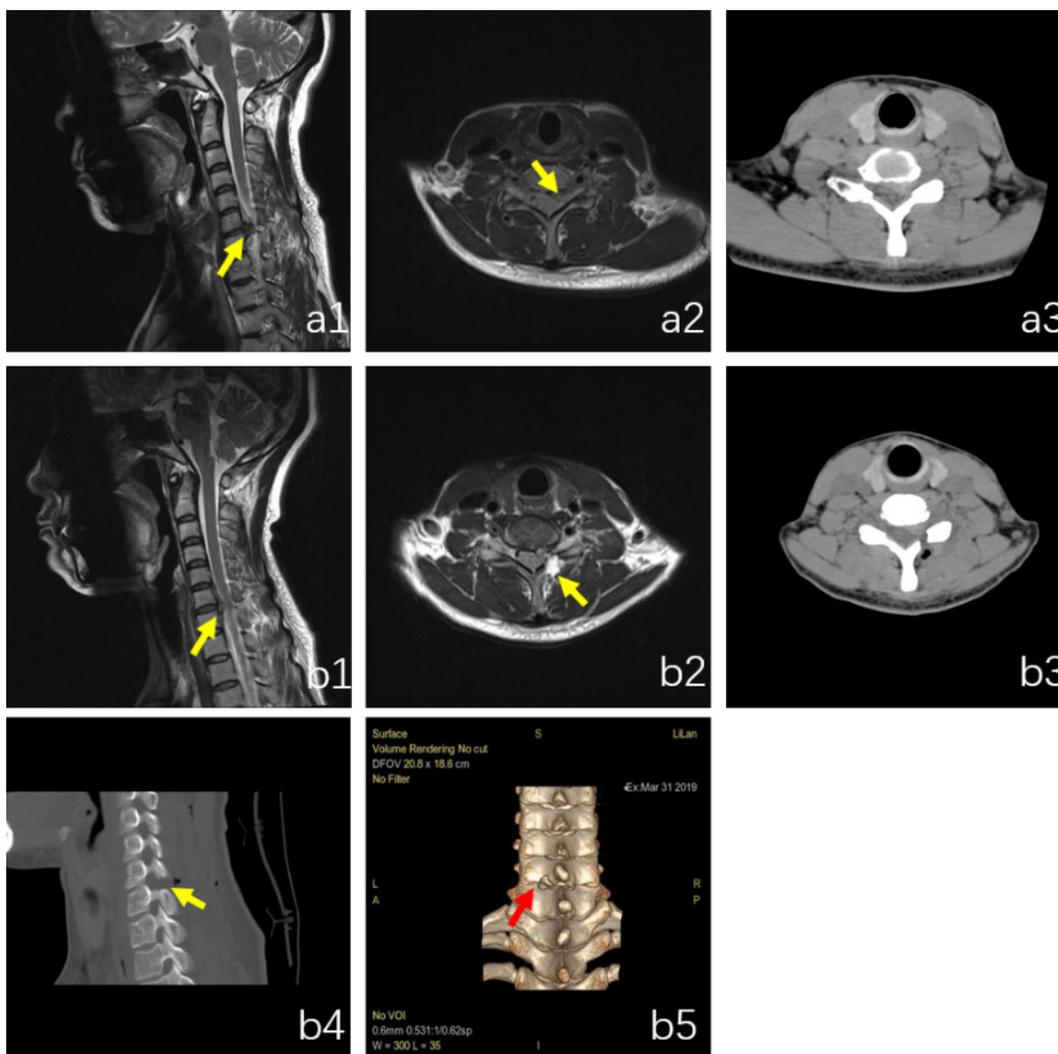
典型病例: a1.a2.为患者术前颈椎 MR 图像, 箭头所示为间盘突出部位; a3.为术前颈椎 CT 横截面; b1.b2.为患者术后颈椎 MR, 箭头所示突出间盘已摘除和手术通道踪迹; b3.b4.为术后颈椎 CT, 箭头所指为手术磨骨减压通道; b5.为术后三维重建, 红色箭头所示为颈椎开窗范围
